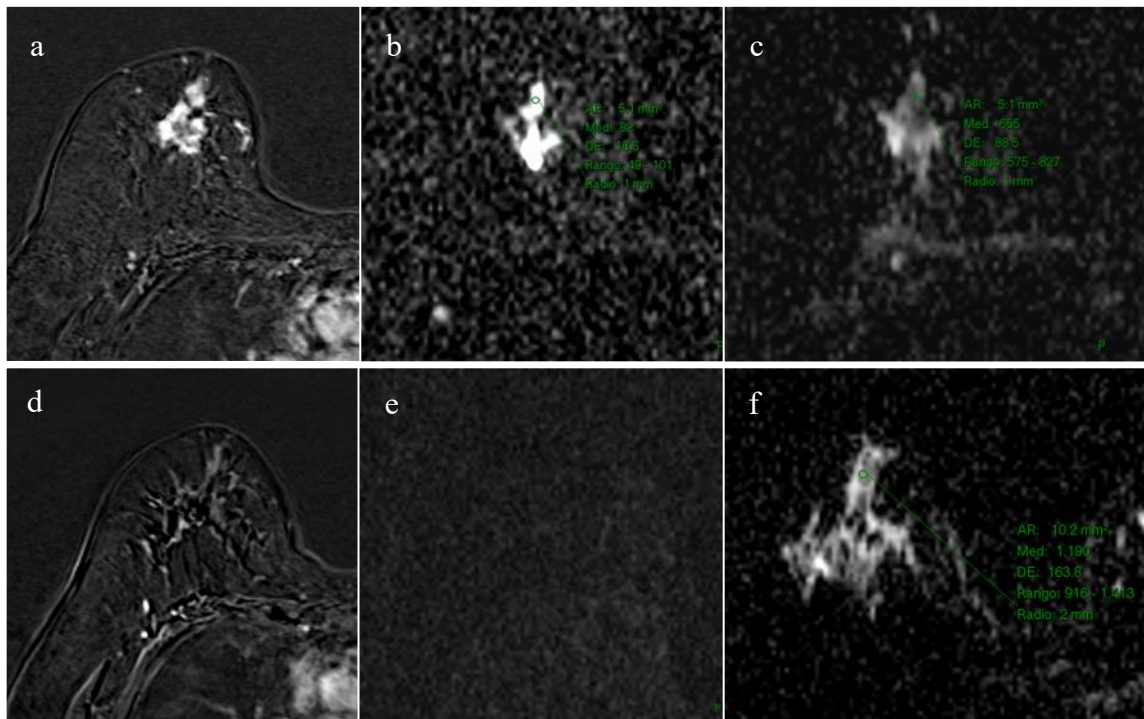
IMÁGENES DE RM EN PACIENTE CON RRC Y RPC.
